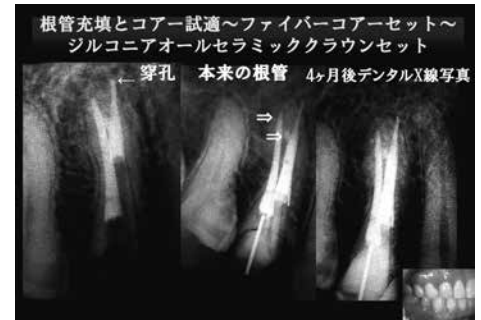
根管充填とコア試適デンタル4ヶ月後デンタルX線写真から経過観察は、難しい。症状の消失が、二次元的確認となる
